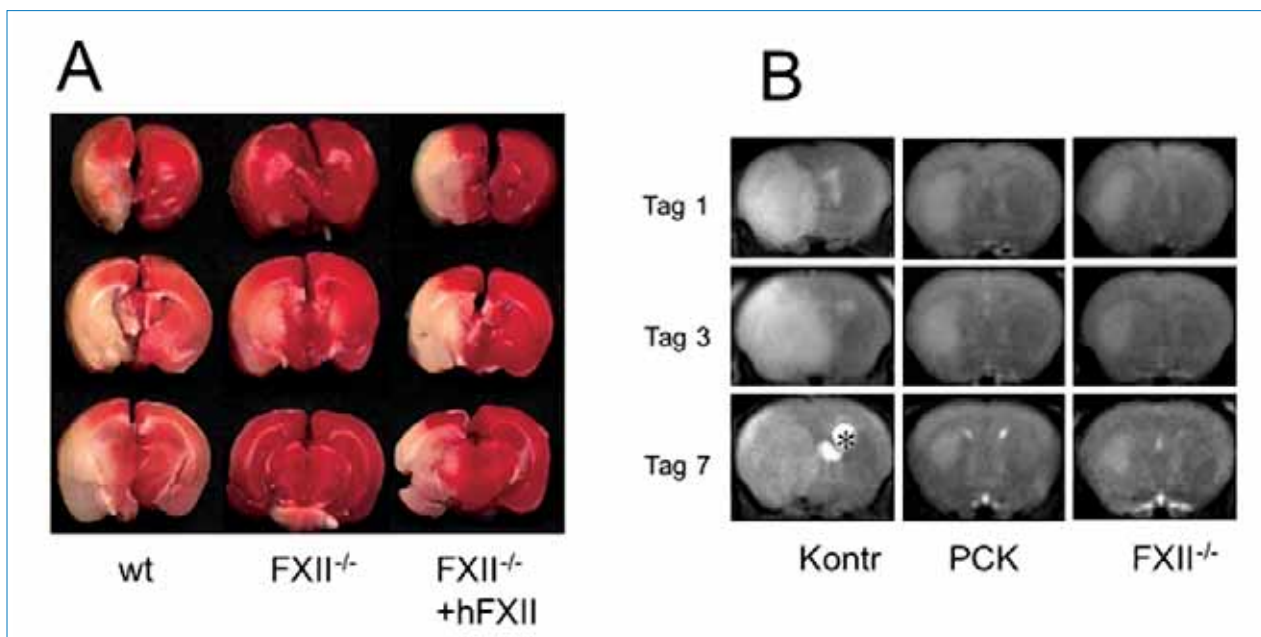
Mäuse, denen der Blutgerinnungsfaktor XII fehlt (FXII^{-/-}) oder die mit einer Substanz behandelt wurden, die den Faktor hemmt (PCK), haben deutlich kleinere Schlaganfälle als die entsprechenden Kontrolltiere (wt und Kontr). Die Schlaganfälle erscheinen in Gewebeschnitten (A) und in der Kernspintomographie (B) weiß. Nach der Zugabe von humanem Faktor XII (+hFXII) nimmt die Infarktgröße bei den Mäusen, die zuwenig von dem Faktor haben, wieder zu.
